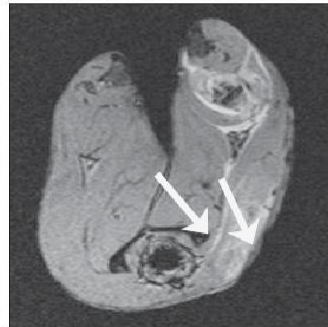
MRI scan 7 days after the exposure, rabbit.
